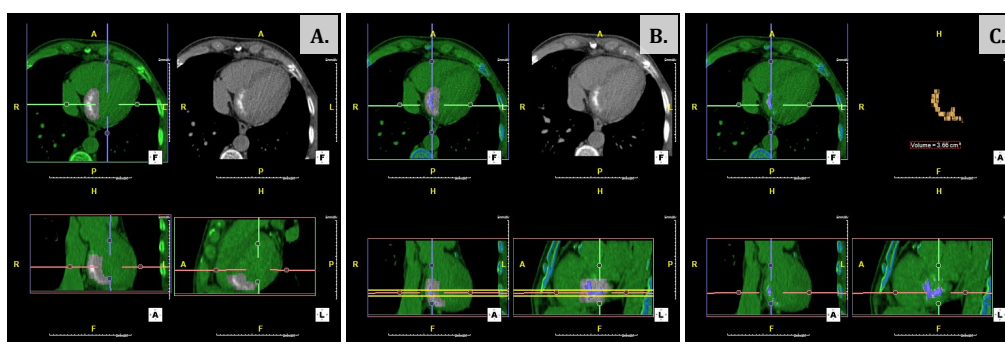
Quantificação do volume de RT por TC: A. Segmentação; B. Seleção por limite de unidades de Hounsfield; C. Quantificação volumétrica da região segmentada
